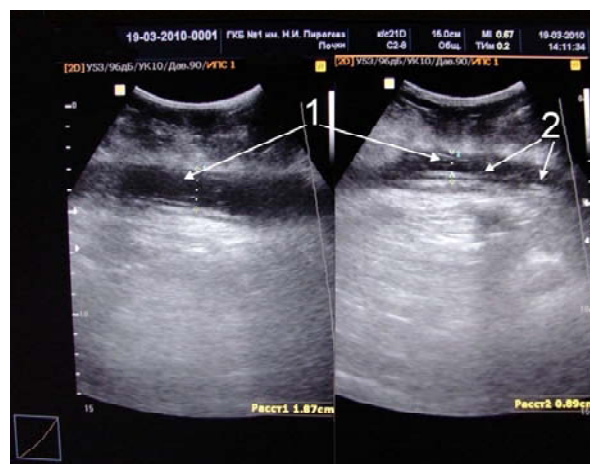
УЗИ брюшной стенки пациентки Г., 1939 г.р., после операции. В подкожной клетчатке определяется полость (1) с жидкостным компонентом и фибрином (2).
